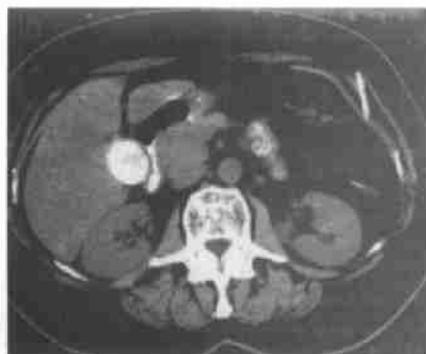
大的相对光滑分隔的胰头占位性改变,压迫十二指肠,显示裂隙形式(口服造影剂自然对比CT)。
